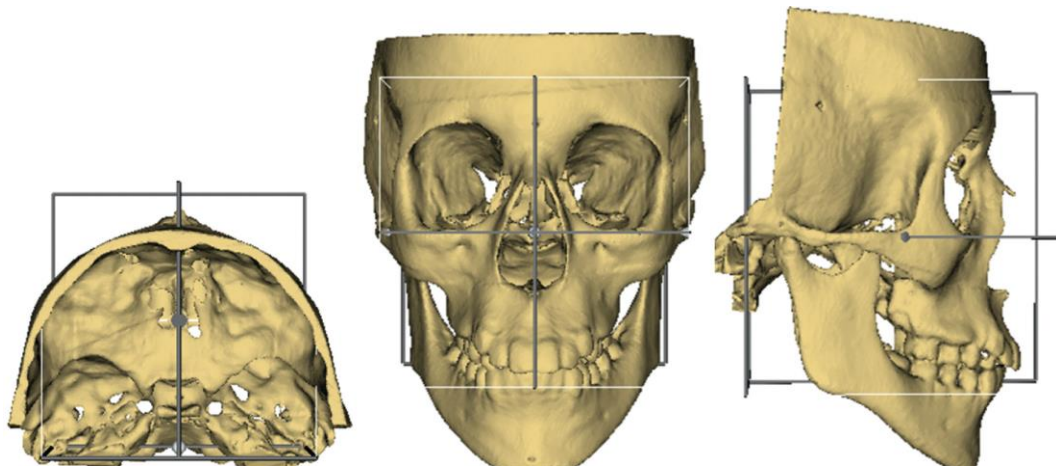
Diferentes orientaciones de la cabeza en la tomografía computarizada.
